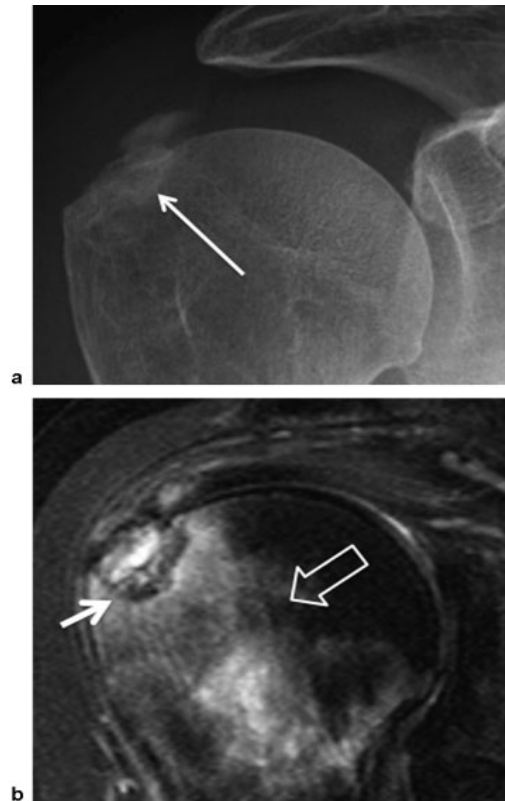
a) Radiografía anteroposterior de hombro que muestra un depósito de calcio durante la fase resortiva que ha erosionado la cortical de la cabeza humeral y ha migrado al hueso (flecha). b) Imagen de resonancia magnética potenciada en T2 con supresión grasa (coronal oblicua) que muestra la erosión cortical (flecha corta) y la hiperintensidad correspondiente a edema de médula ósea reactivo (flecha hueca). Adaptado de Nathalie J, *et al.* (152).
